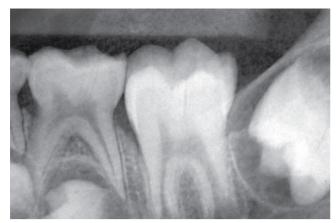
Impactação visível em uma dentição mista na radiografia dental.
